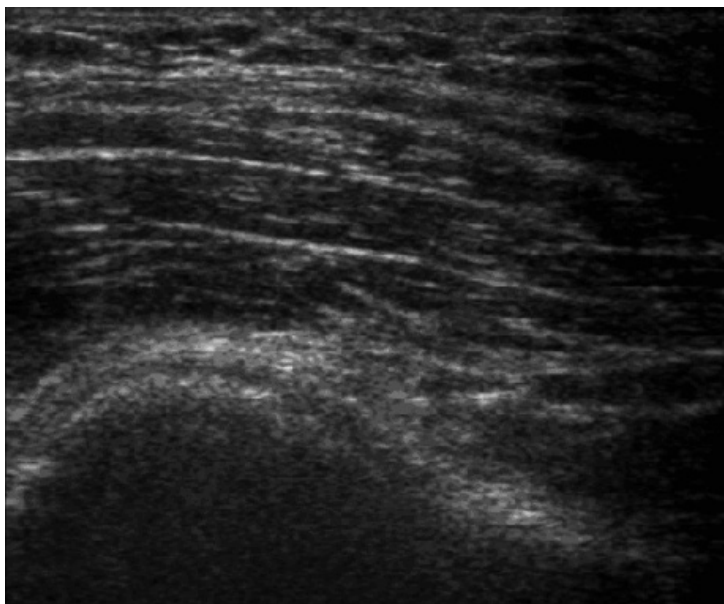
Ecografía de partes blandas en la que se observan restos glandulares mamarios ectópicos situados en axila.
